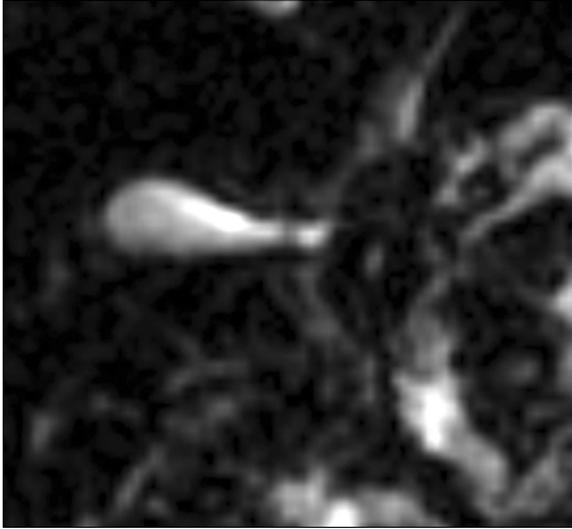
Magnetic Resonance Cholangiopancreatography shows elongated gallbladder, no evidence of periportal thickening, and non-visualization of the extrahepatic bile duct.
